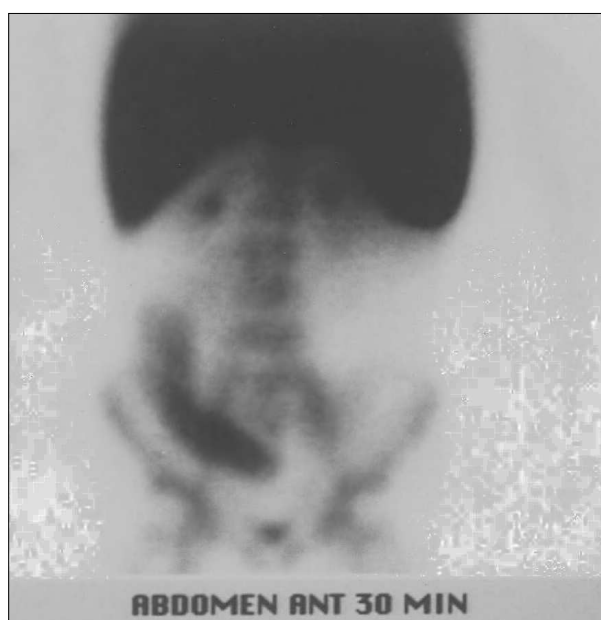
Paciente de 9 años de edad con síntomas severos sugestivos de enfermedad inflamatoria intestinal. La colonoscopia fue negativa y la biopsia colónica no concluyente. Diagnosticada de enfermedad de Crohn ileal por radiología con contraste baritado y ecografía patológicas. Las imágenes inicial y tardía de la gammagrafía con leucocitos marcados muestra un intenso cúmulo patológico de leucocitos en el cuadrante inferior derecho del abdomen compatible con inflamación grave en asa ileal.
